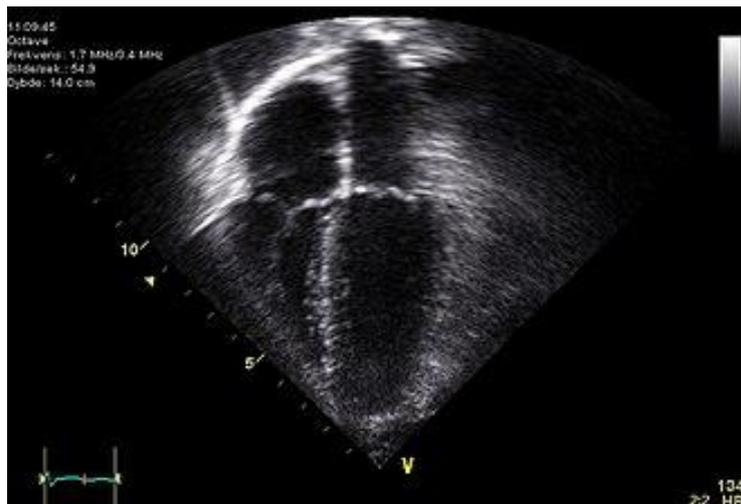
Imagen de una ecocardiografía Ref: Wikimedia Commons
